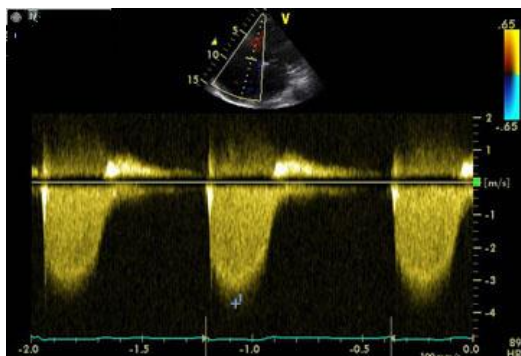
Spectre d'insuffisance tricuspide au doppler continu à l'échocardiographie transthoracique
